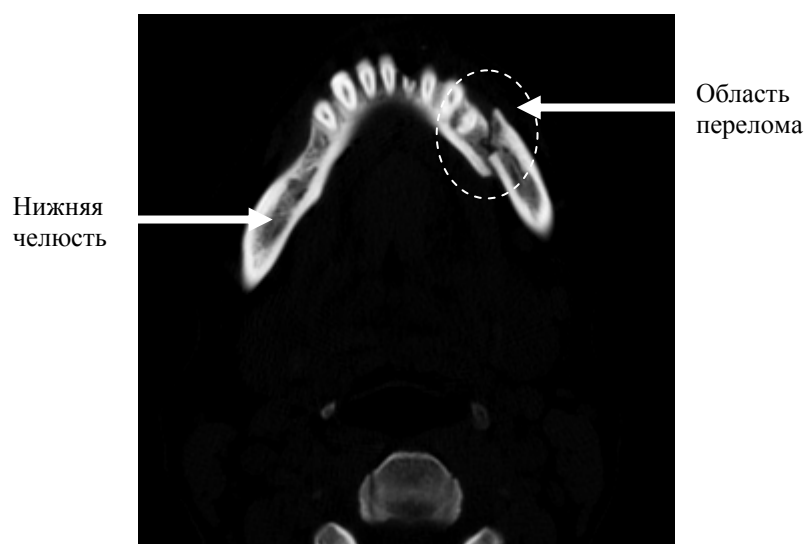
Пример среза СКТ. Единичный поперечный перелом нижней челюсти справа[2].
